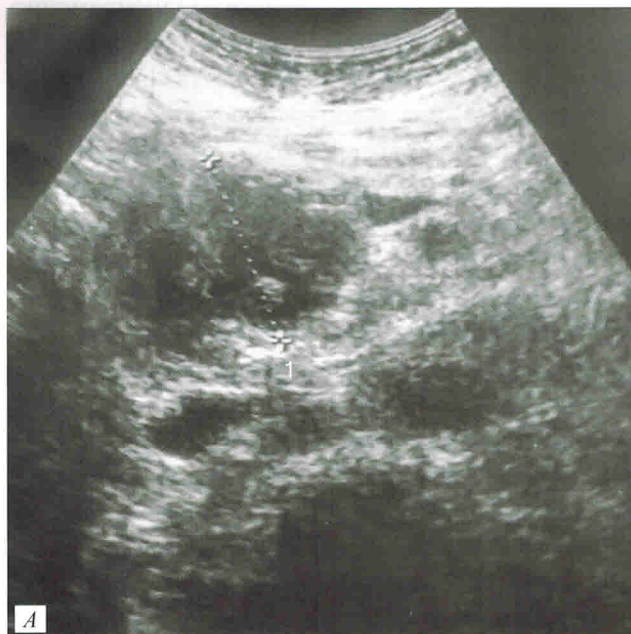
Дренирование парапанкреатических ложных кист под контролем УЗИ:
